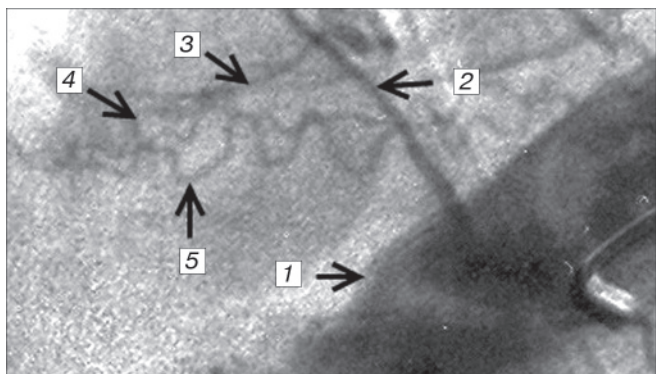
Спинальная селективная рентгеновская ангиограмма. Исследование из нисходящей аорты в проекции нижнегрудного отдела позвоночника. Прямая проекция. Видны аорта (1), межреберная артерия (2), корешковая артерия (3), дренирующая вена соустья (4) и перимедулярная серпантинная вена (5).
